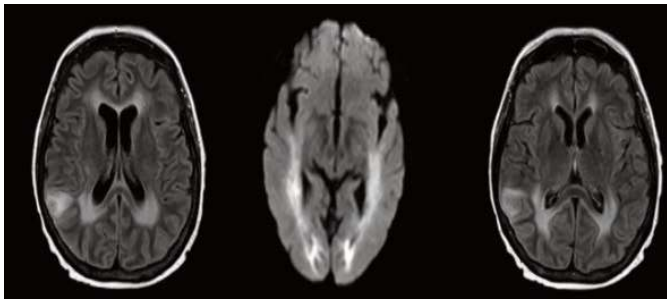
RMN cerebral: Aumento de brillo en secuencias de difusión de la lesión en centro semioval derecho y de la lesión temporal derecha altera el T2 y capta contraste. Alteración de señal en secuencias FLAIR adyacentes a astas occipitales. Áreas de cambio de señal en la sustancia blanca juxtaventricular en secuencias T2 y FLAIR.
